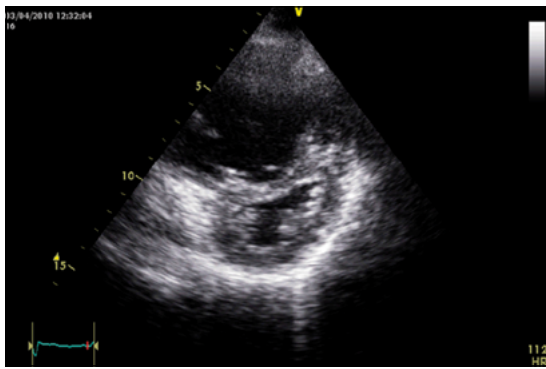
Ecocardiograma de superficie. Visión en eje corto con importante dilatación del VD con evidencias de sobrecarga de presión (aplanamiento del *septum* interventricular hacia el VI) durante el sístole.
